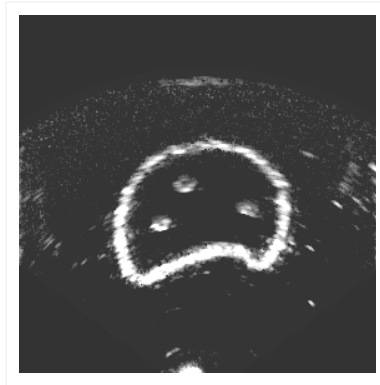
Coupe échographique du fantôme comportant les marqueurs polymères
